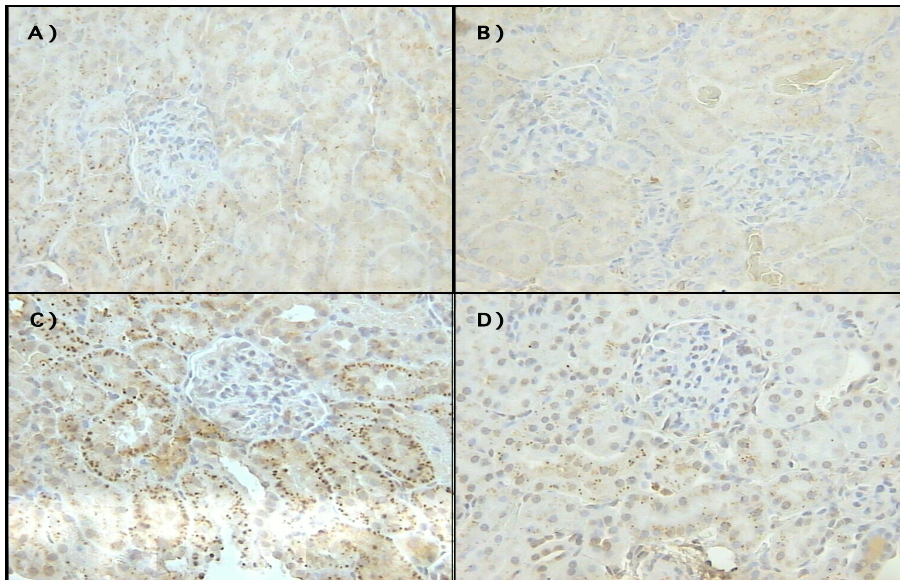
Efecto del NDGA sobre MPO en la I/R. Expresión de MPO de los grupos (A) CT, (B) NDGA, (C) I/R y (D) I/R+NDGA. n=3.
